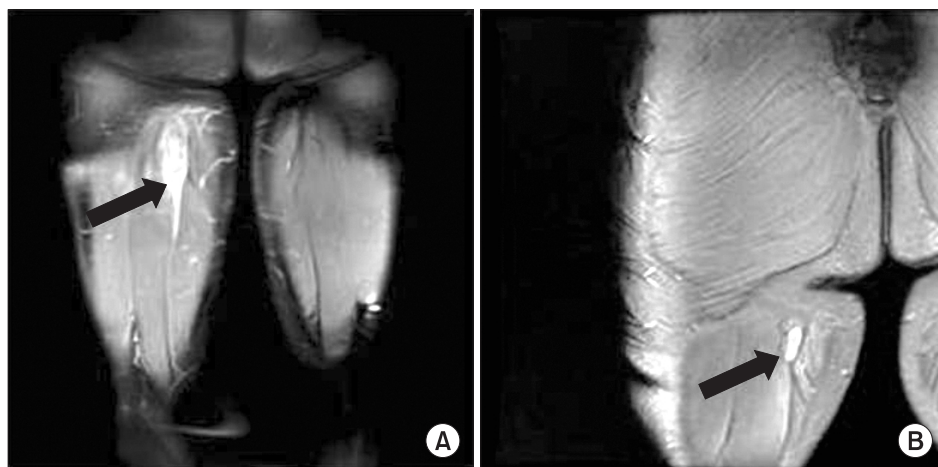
(A) Initial magnetic resonance imaging (MRI) finding shows ovoid mass-like lesion (arrow) at proximal semitendinosus muscle with high signal intensity on T2 coronal image surrounding soft tissue edema. (B) 6 months follow-up, MRI finding shows down sized ovoid mass having well defined margin (arrow) at the same site with high signal intensity on T2 coronal image.
